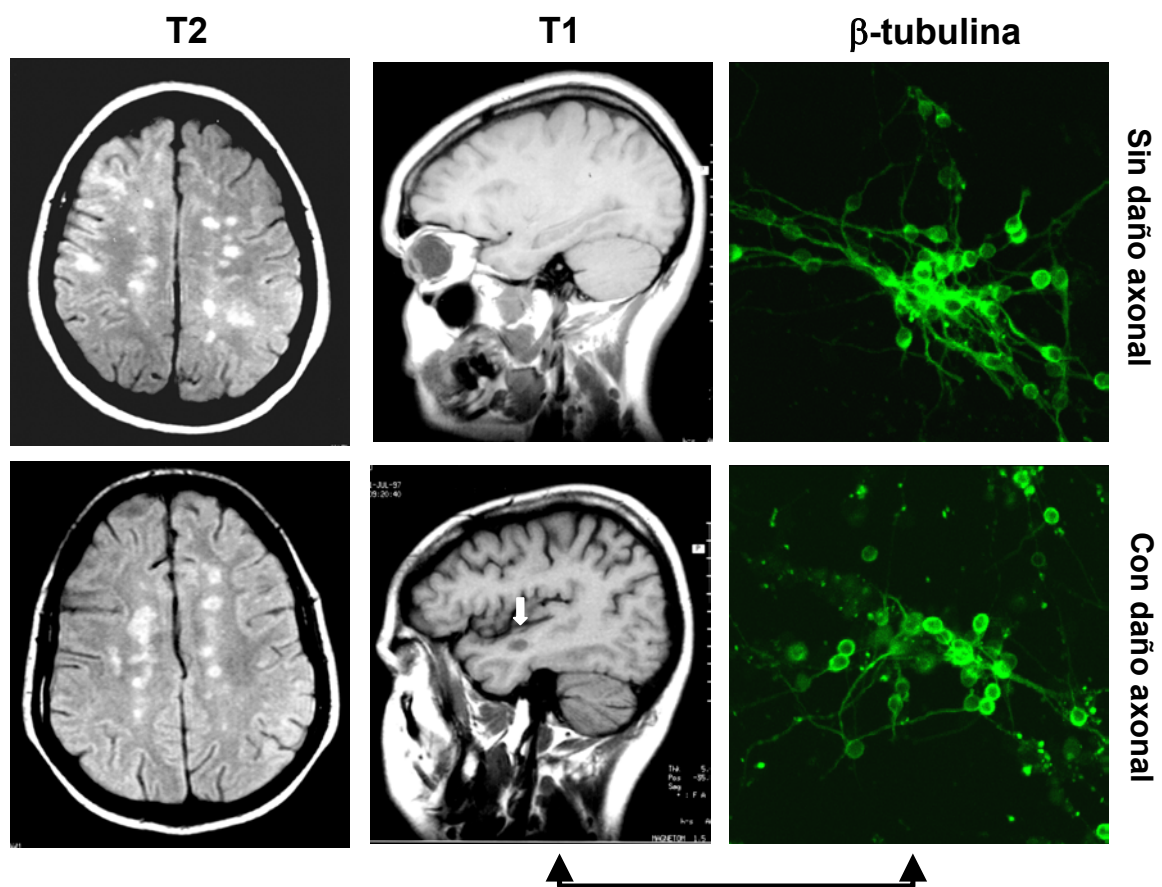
IRM y daño axonal inducido en cultivos neuronales tratados con LCR de pacientes con EM. Las 24 IRM realizadas mostraron lesiones hiperintensas en las secuencias ponderadas en T2 (imágenes de la izquierda). De estas, 11 no presentaron lesiones hipointensas (agujeros negros) ni captaron contraste de gadolinio en las secuencias ponderadas en T1 (imagen superior central). Las imágenes con agujeros negros (13 de las 24) correspondieron a pacientes cuyos LCR indujeron daño axonal en cultivos neuronales (imágenes inferiores). Las flechas blancas representan las lesiones hipointensas en secuencias en T1.
